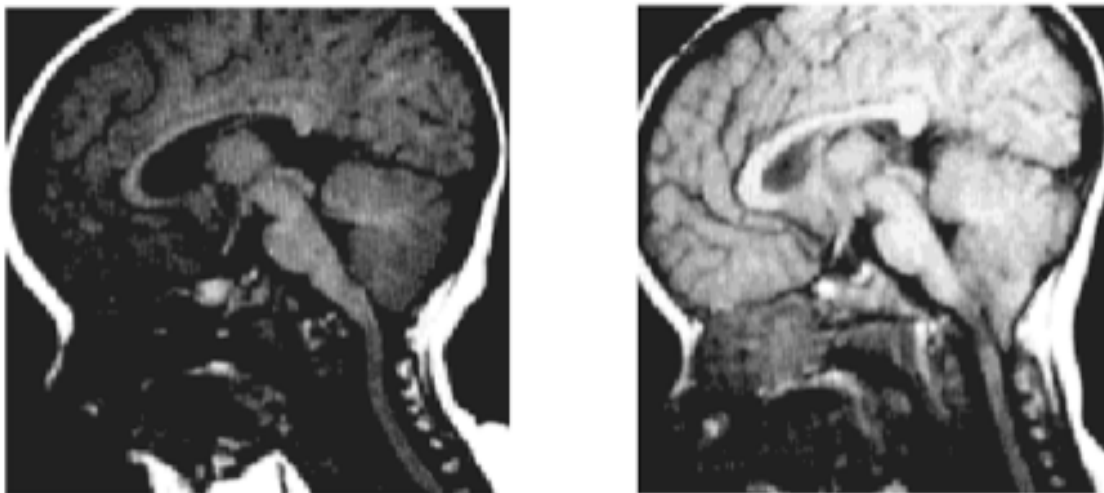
RM di una paziente a 8 e 20 mesi, in cui si può osservare un ATC tra la prima e la seconda RM.
